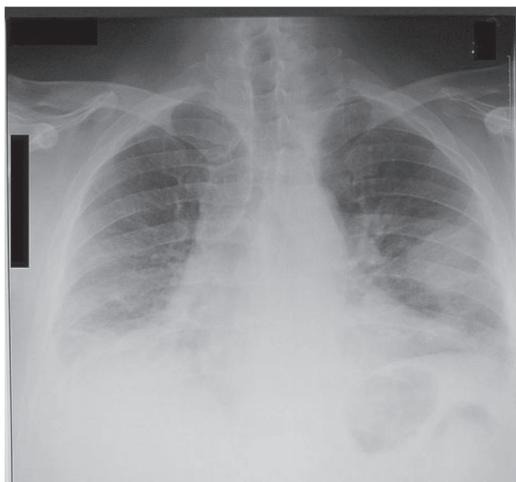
Radiografía de tórax en pacientes con edema pulmonar y ensanchamiento mediastinal. Tomadas de: *Chest pain: a clinical assessment. Radiol Clin N Am 2006; 44: 165-169.*
